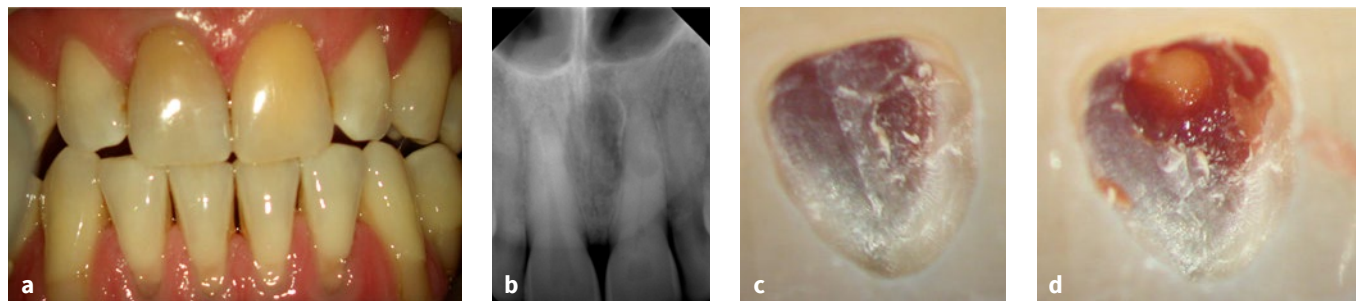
bis d Die symptomlose Patientin bestätigte ein dentales Trauma und eine zunehmende Verfärbung der Zähne 11 und 21 (a). Mit Blick auf die Röntgenaufnahme besteht der Verdacht auf eine interne Resorption. Apikal lag bei beiden Zähnen kein pathologischer Befund vor (b). An beiden Zähnen mit negativem Sensibilitätstest bestätigte sich während der intrakoronaren Befundaufnahme und Diagnostik (IKD) eine vollständige Pulpanekrose. Verbliebene Blutbestandteile führten zu einer Verfärbung des Dentins (c und d).
